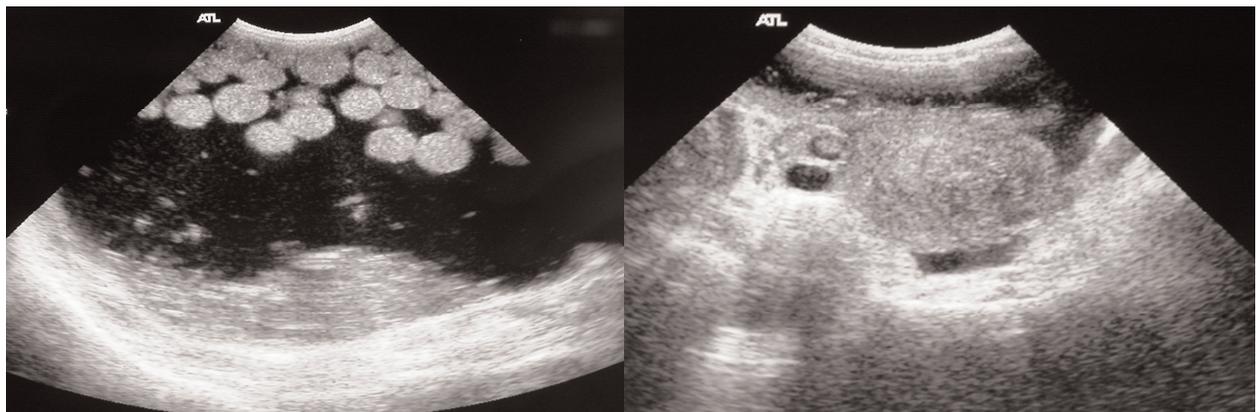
échographie abdominopelvienne
